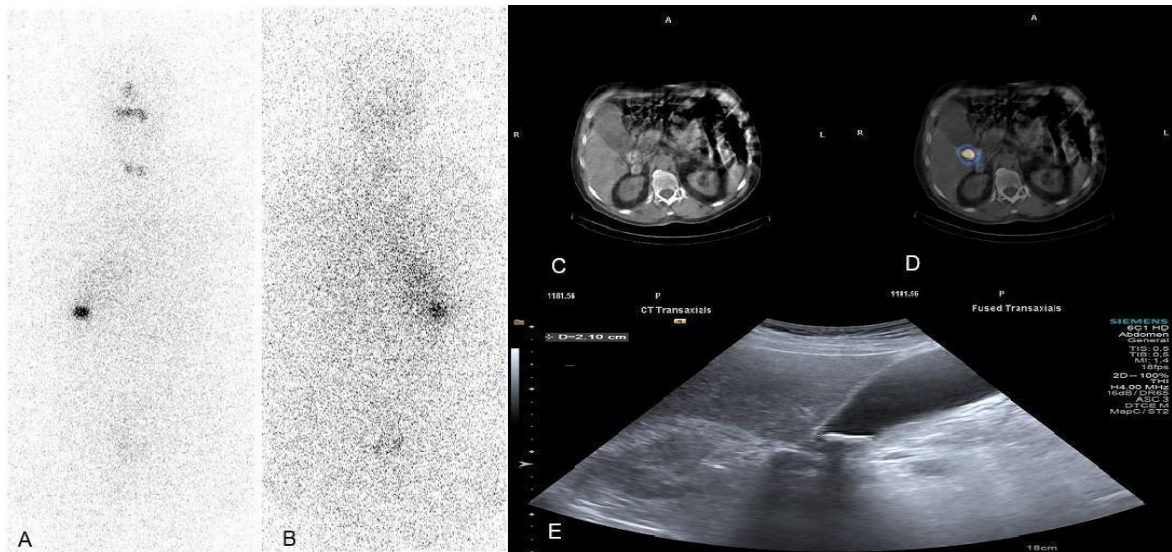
Intense focal uptake was identified at the region of the gallbladder on the post-therapeutic 131-I whole-body scan. Anterior (A) and posterior (B) views are shown. Focal 131-I uptake is observed in the area compatible with cholelithiasis on CT (C) and fused SPECT/CT (D) images. Cholelithiasis is demonstrated in the gallbladder on the abdominal ultrasound image (E).
